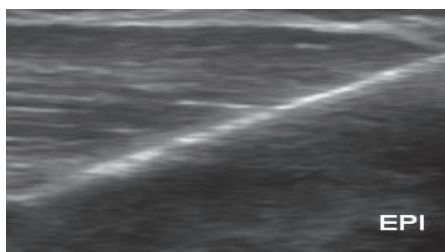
Ecografía del tendón donde se observa trazado hiperecoico que se corresponde con la densidad gas producida por electrólisis percutánea intratisular (EPI®).
